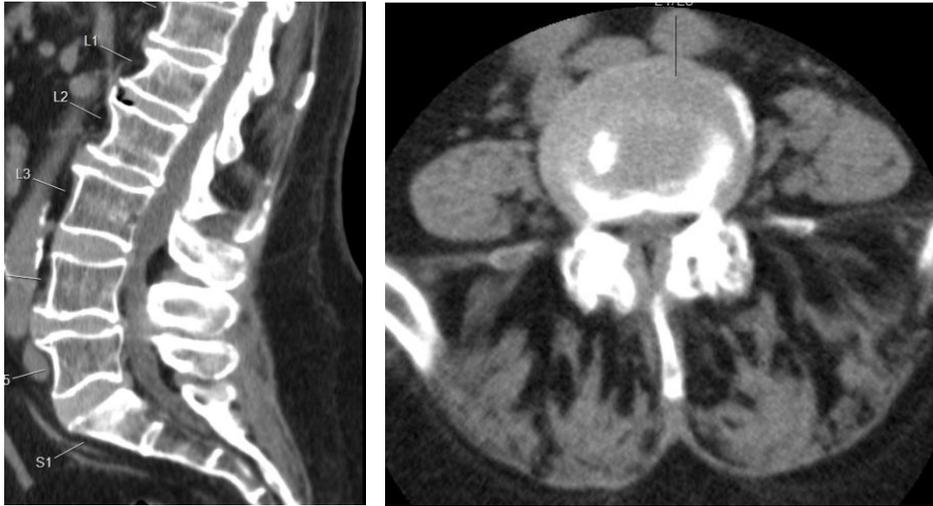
CT der LWS; links: sagittal, rechts: axial auf Höhe LW4/5
